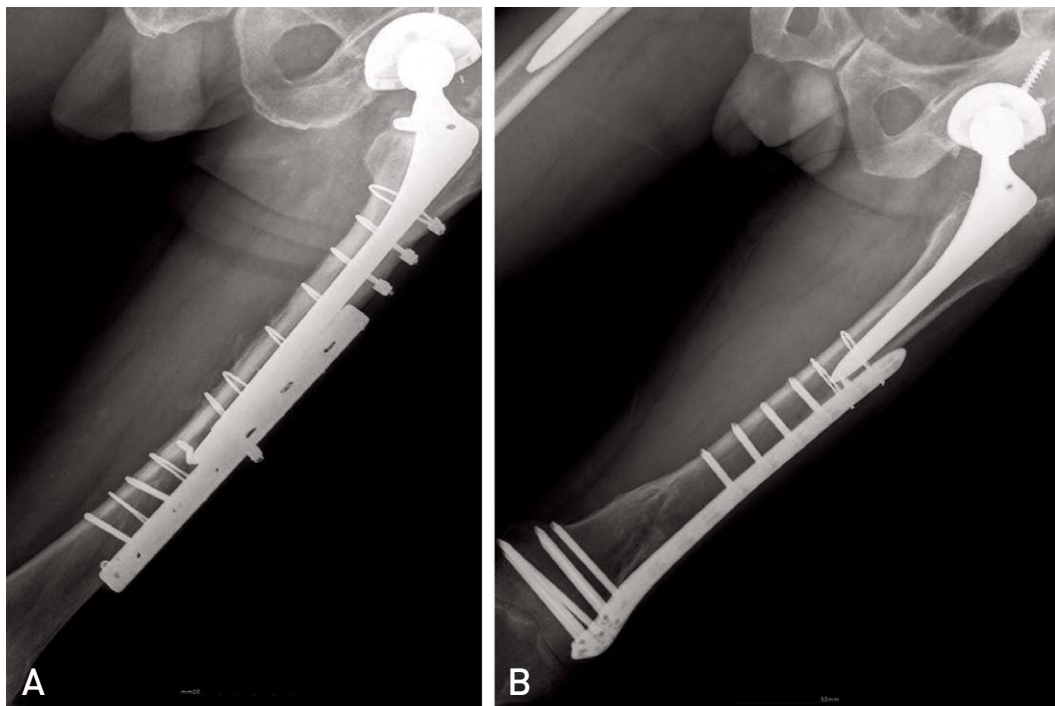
(A) The plain anteroposterior roentgenogram of a 61-year-old male with Vancouver B1 fracture. Treatment by open reduction and internal fixation with broad DCP and wires. (B) The plain anteroposterior roentgenogram of a 53-year-old male with Vancouver C fracture. Treatment by open reduction and internal fixation with anatomical LCP and wires.
